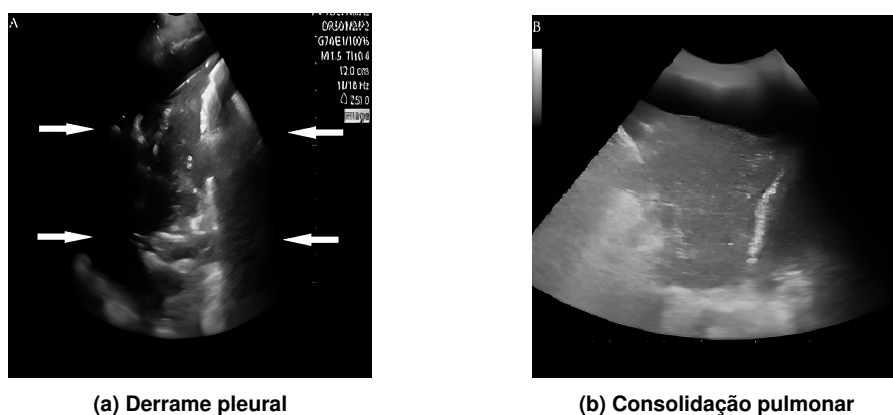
a) Ultrassonografia pulmonar, mostrando um derrame pleural (área anecóica entre as setas brancas). b) Ultrassonografia pulmonar, mostrando uma consolidação pulmonar (área opaca no lobo inferior esquerdo do pulmão).
